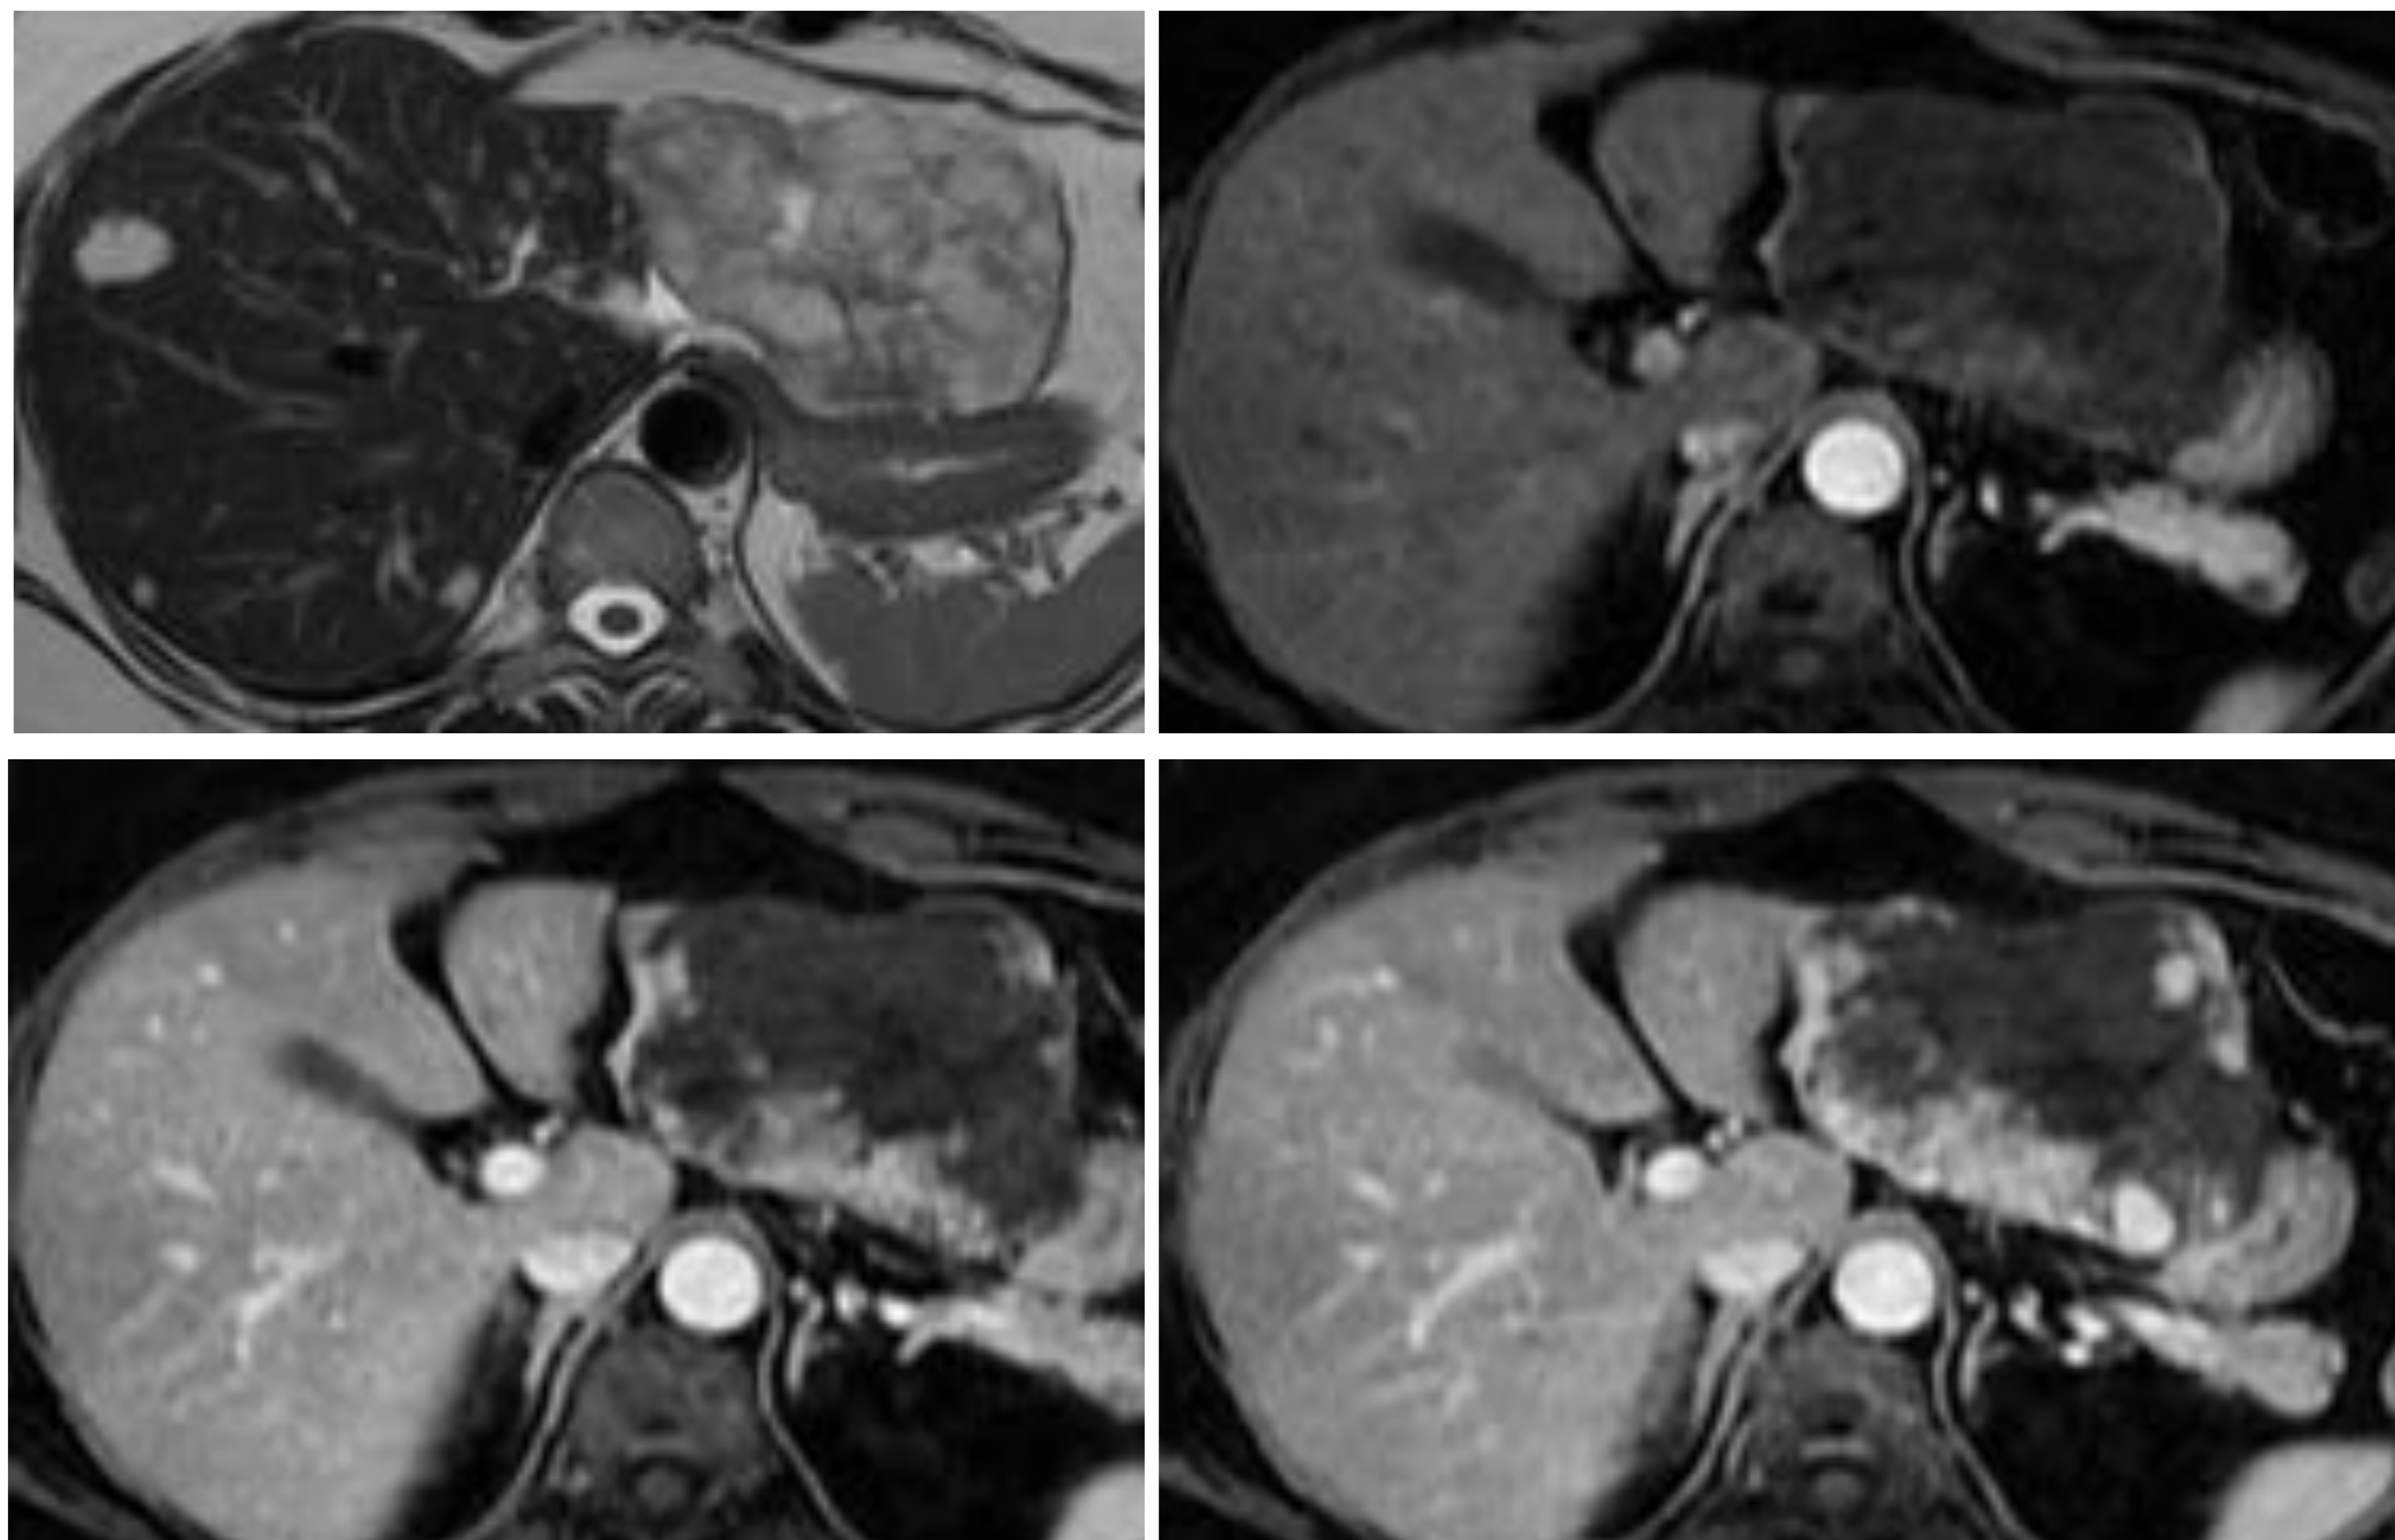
RM de abdomen. Hemangioma gigante en LHI.
